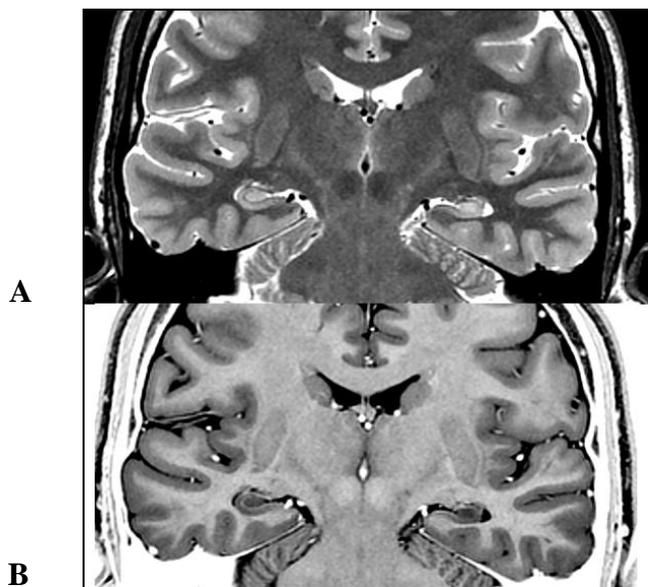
Convention radiologique : IRM du patient 1 : en séquence T2 (A) et en T2 inversion récupération (B) en coupe coronale dans le plan hippocampique montrant une sclérose hippocampique gauche.
